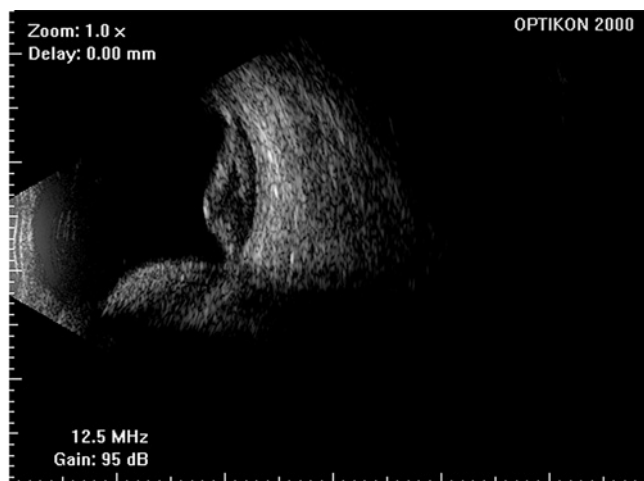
УЗИ: данные за вторичную отслойку сетчатки в верхне-, нижне-темпоральных квадрантах, с субретинальным гиперэхогенным содержимым.
